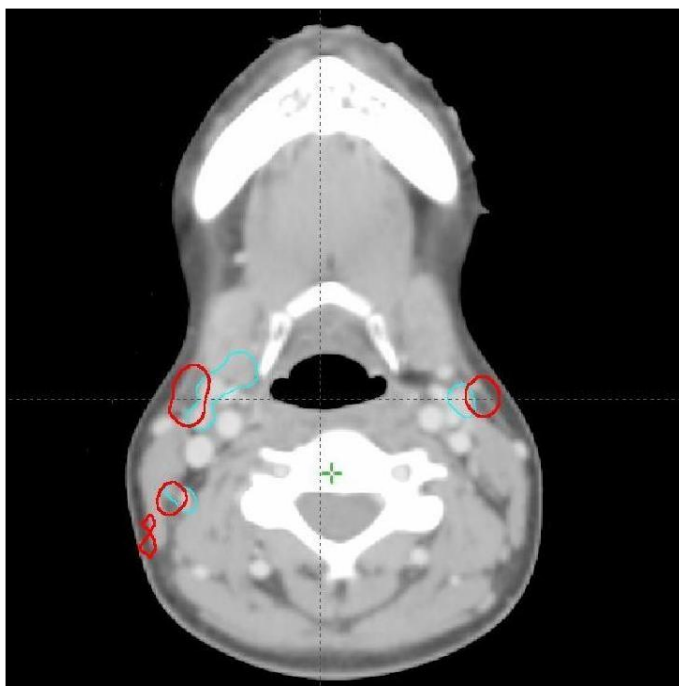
23 la fonte du volume GTV N70, en rouge GTV N70 sur CT1, en cyan GTV N 70 sur CT2.
